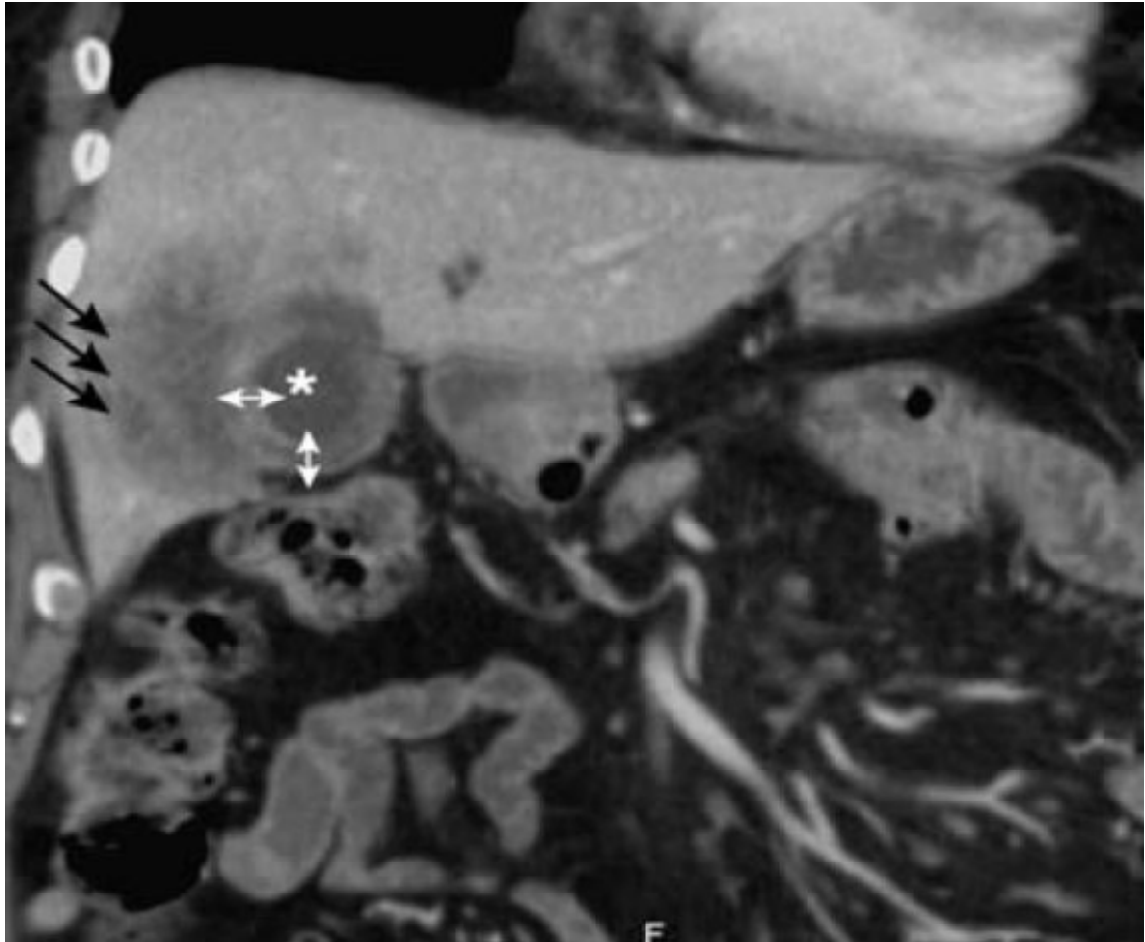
TDM en coupe coronale après injection de produit de contraste. La vésicule (*) présente une paroi épaissie (flèches doubles). L'extension de la lésion vésiculaire au parenchyme hépatique adjacent est bien visible (flèches noires) [72]
